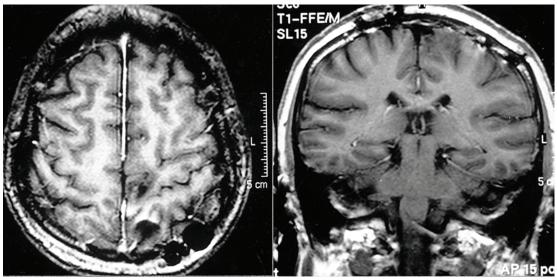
RM pós-operatória em T1 com infusão endovenosa de gadolínio confirma a ressecção total da lesão com a inclusão do seio sagital superior na sua porção médio-posterior.
